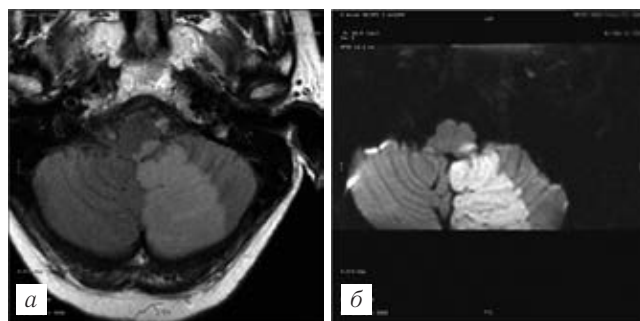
Инфаркт в левом полушарии мозжечка. T2 FLAIR ИП (аксиальная проекция) (а); DWI-Focus (B1000) аксиальная проекция, (б); SWAN ИП (аксиальная проекция, реконструкция MinIP) (в). Геморрагическое пропитывание зоны инфаркта — «ограничивающее» применение тромболитической терапии.
